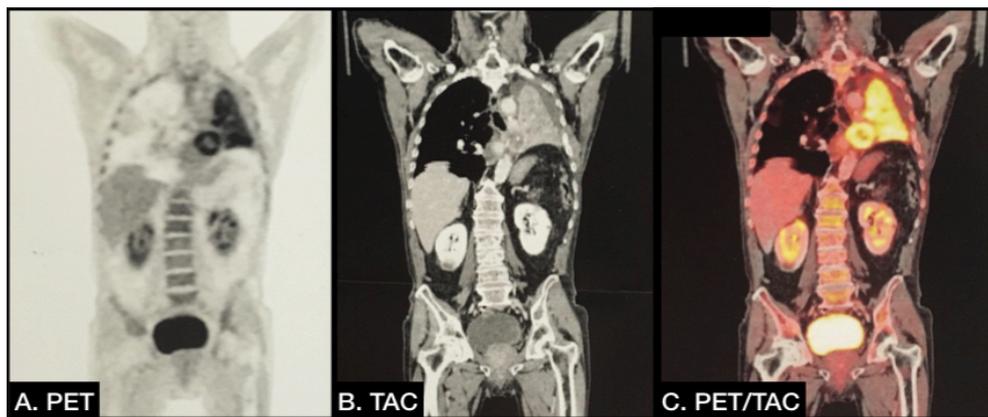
A) Imagen PET con ^{18}F -FDG B) Imagen TAC con contraste Yodado C) Fusión ambas técnicas
